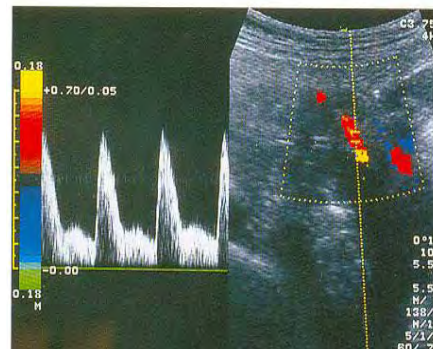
Índice Doppler usados para evaluar la resistencia del flujo sanguíneo en los perfiles de onda de velocidad de flujo obtenidos de las arterias uterinas. A, velocidad sistólica máxima; B, velocidad final diastólica; c; velocidad en el inicio de la diástole; D, velocidad máxima diastólica. (Temas Selectos. Eghon Guzman. FIGO, 2003).
